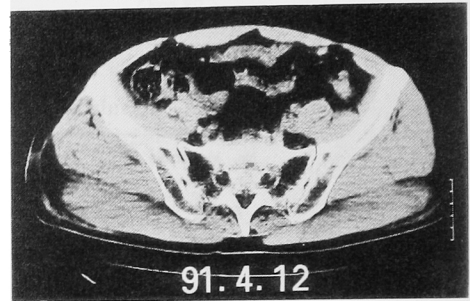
Chest tomography (upper: 7 months after starting the combination therapy). Coin lesions disappeared. CT of the pelvis (lower: 32 months after starting the combination therapy). Reconstruction of a lateral processing was noted.
